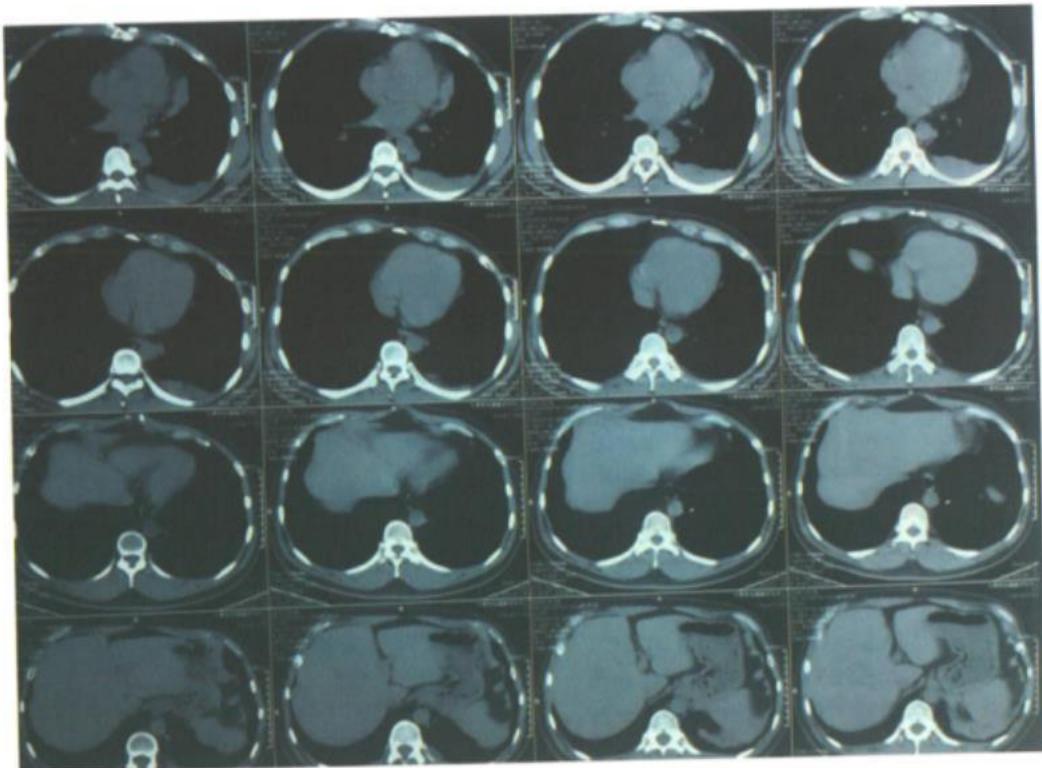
例7胸腹部CT显示：胸腺肿瘤稳定，与4个月前CT片比较，缩小2 cm，腹部包括肝脏，未见转移
